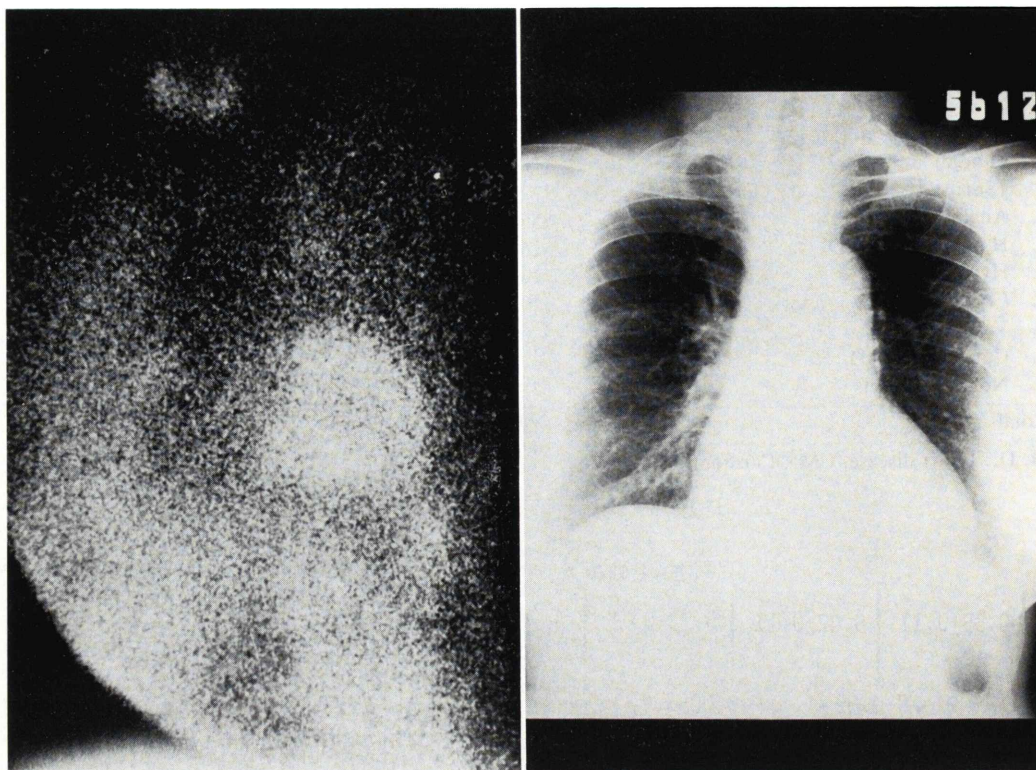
Thallium resting myocardial image in anterior view (left) and chest X-ray (right) in a case with myocardial infarction. Increased lung uptake is noted but less than that of myocardium (the grade of lung uptake, +1). The chest X-ray shows Kerley's B line in the right lower lung field indicating pulmonary interstitial edema (the grade of pulmonary edema, II).
